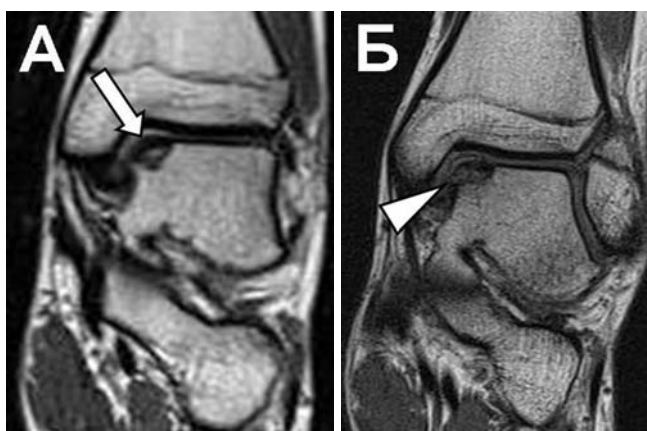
T1 TSE томограммы в коронарной проекции пациента с жалобами на боль в голеностопном суставе без анамнеза острой травмы. А: В своде блока таранной кости определяется участок формирования костного фрагмента, покрытый суставным хрящом [обычная стрелка]. Б: Тот же пациент, через 1 месяц. Отмечается перелом суставного хряща в медиальном отделе, нестабильность фрагмента с небольшим смещением (треугольная стрелка).
